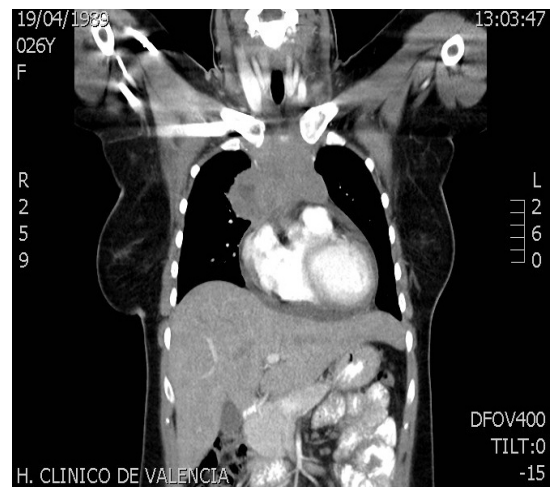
Imágen de TAC con corte axial (fig.1) y coronal (fig. 2) a nivel torácico que muestra masa mediastínica anterior de 104,4 x 42,1 mm.
